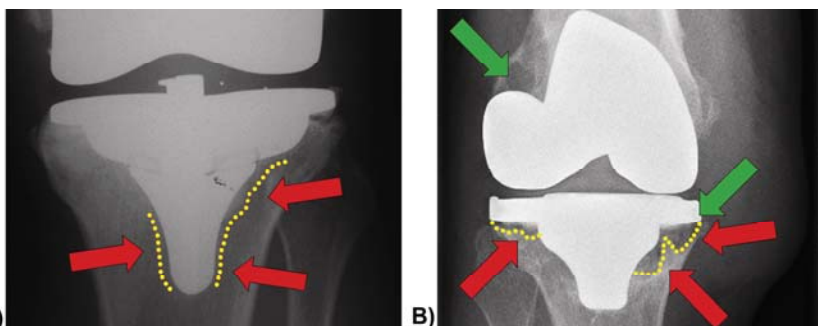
Konventionelle A-P-Röntgenbilder gelockerter Knie-Total-Endoprothesen. (A) Deutlich zu sehen ist der Lyseesaum (gelbe Linie, rote Pfeile), der die tibiale Komponente umgibt, sowie im Beispiel (B) der Lyseesaum (gelbe Linie; rote Pfeile) und die Zystenbildung (grüne Pfeile) an femoraler und tibialer Komponente.
